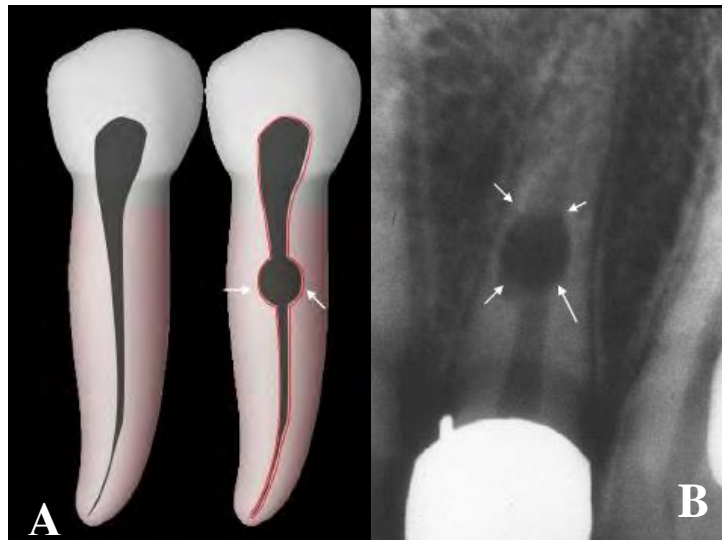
Reabsorción radicular interna. A. Ilustración. B. Radiografía. ²⁵
